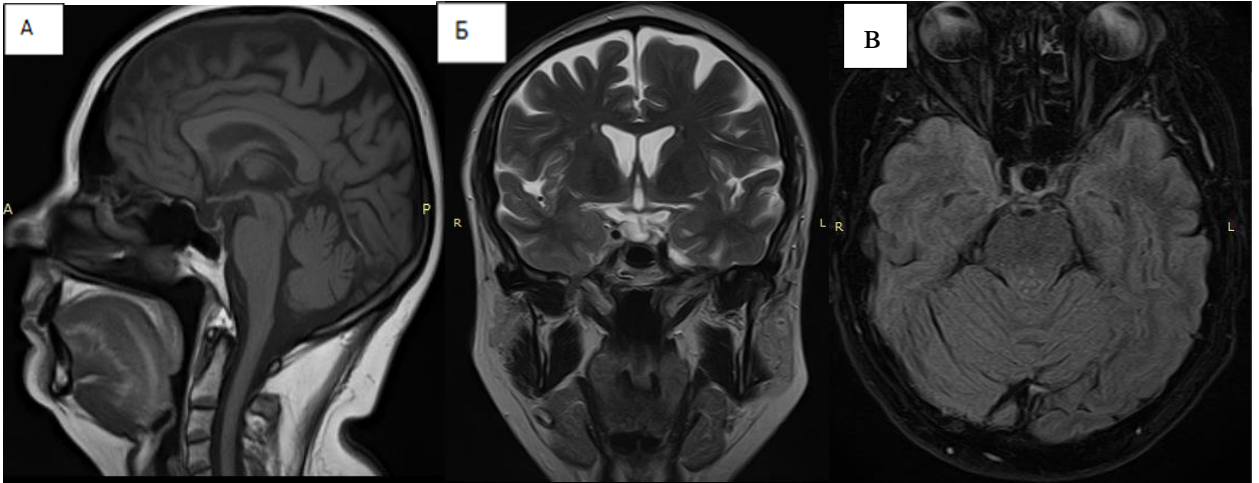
МРТ пациентки М-ны (И/б № 308/15-2015) через 15 месяцев после лучевого лечения. А – МРТ в сагиттальной проекции в T1 режиме без контрастного усиления. Б–МРТ в фронтальной проекции в T2 режиме без контрастного усиления. В– МРТ в аксильной проекции в T1 режиме с контрастным усилением. Нет признаков продолженного роста опухоли
